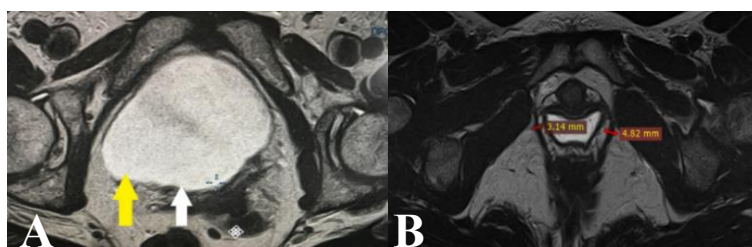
Магнитно-резонансная томограмма малого таза с контрастированием.
